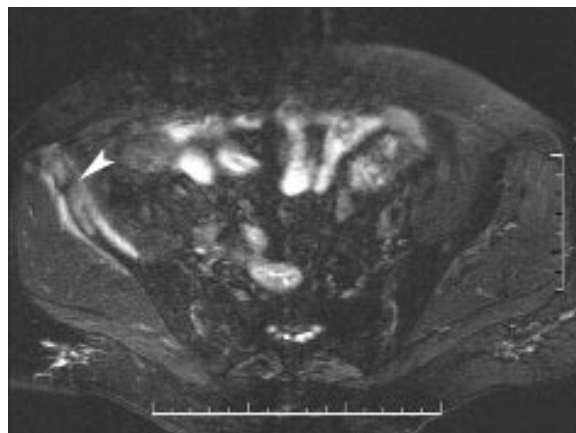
Fracture par insuffisance osseuse de l'aile iliaque droite. Coupe IRM axiale en pondération T2 avec saturation de la graisse. Trait en hyposignal (tête de flèche) nettement souligné par l'œdème de la moelle osseuse et des parties molles.
